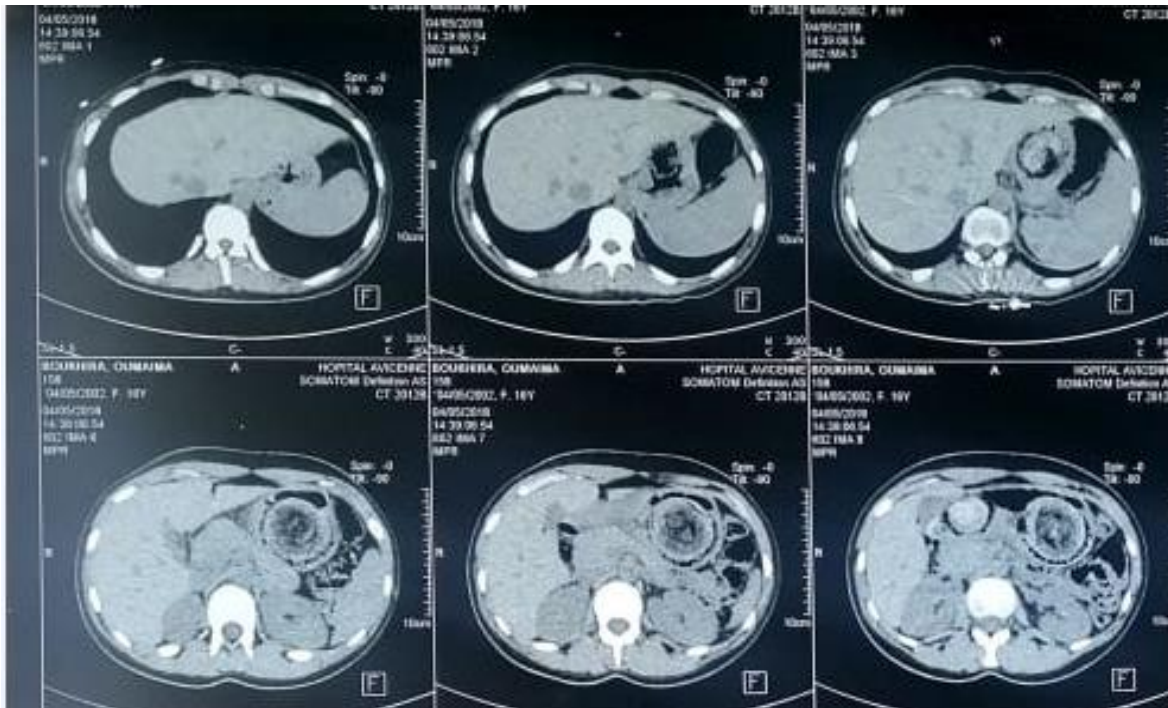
TDM abdominale objectivant une masse hétérogène de siège intragastrique(trichobézoard)
